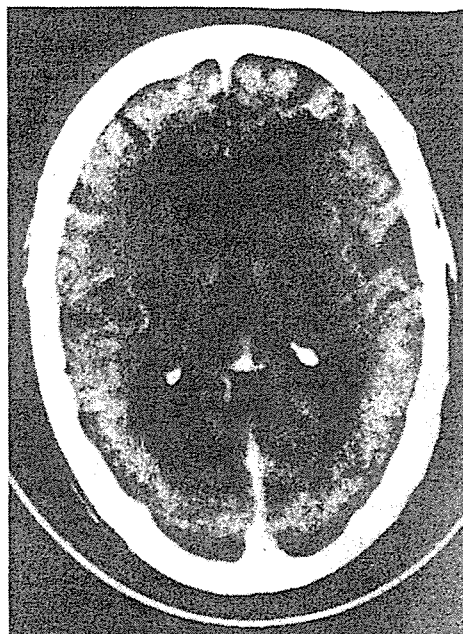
Toxoplasmosis* 脳単純CT
